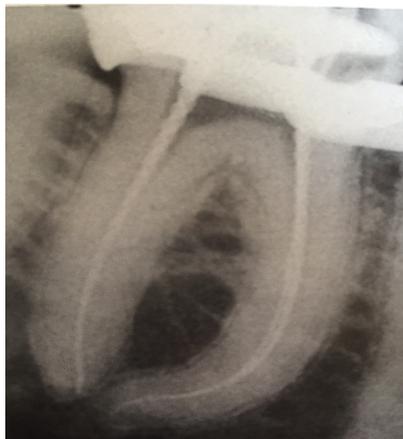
radiographie lime en place de la 46 (13).
